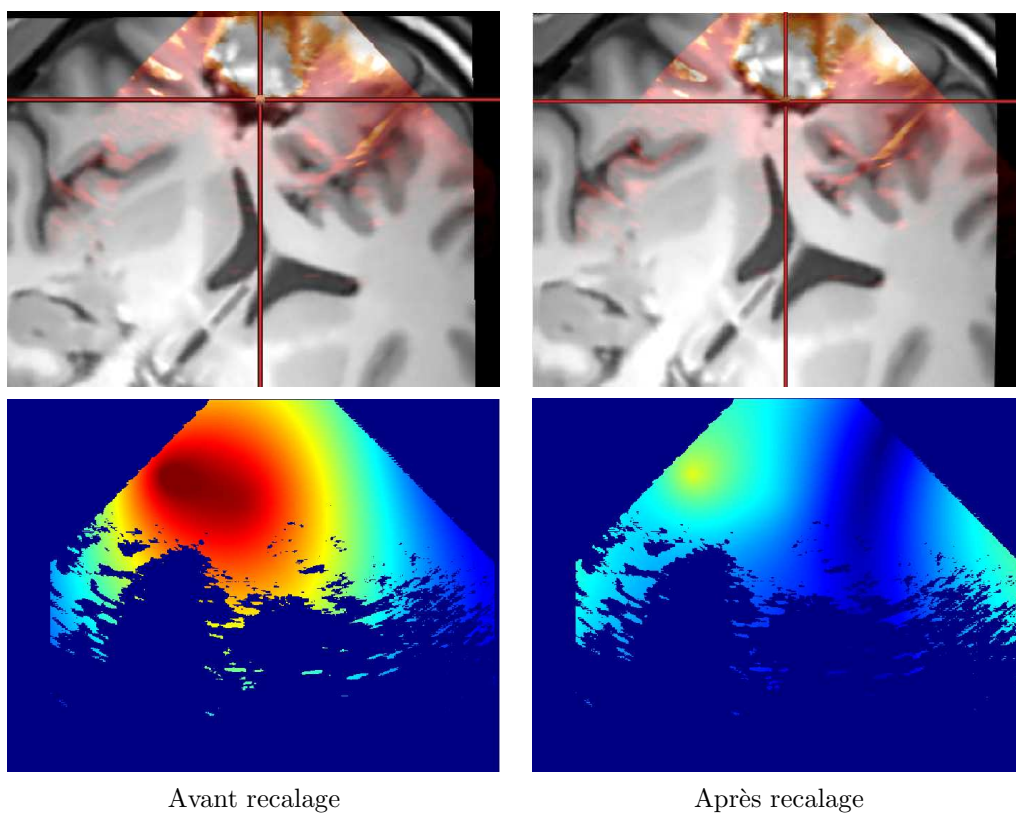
En haut : la fusion des images USi et IRM avant et après compensation des déformations. Au milieu : la norme de la distance entre les images USi et IRM avant et après recalage non rigide. En bas : les distances euclidiennes estimées sur l'ensemble du volume et les points de contrôle, avant et après recalage.
